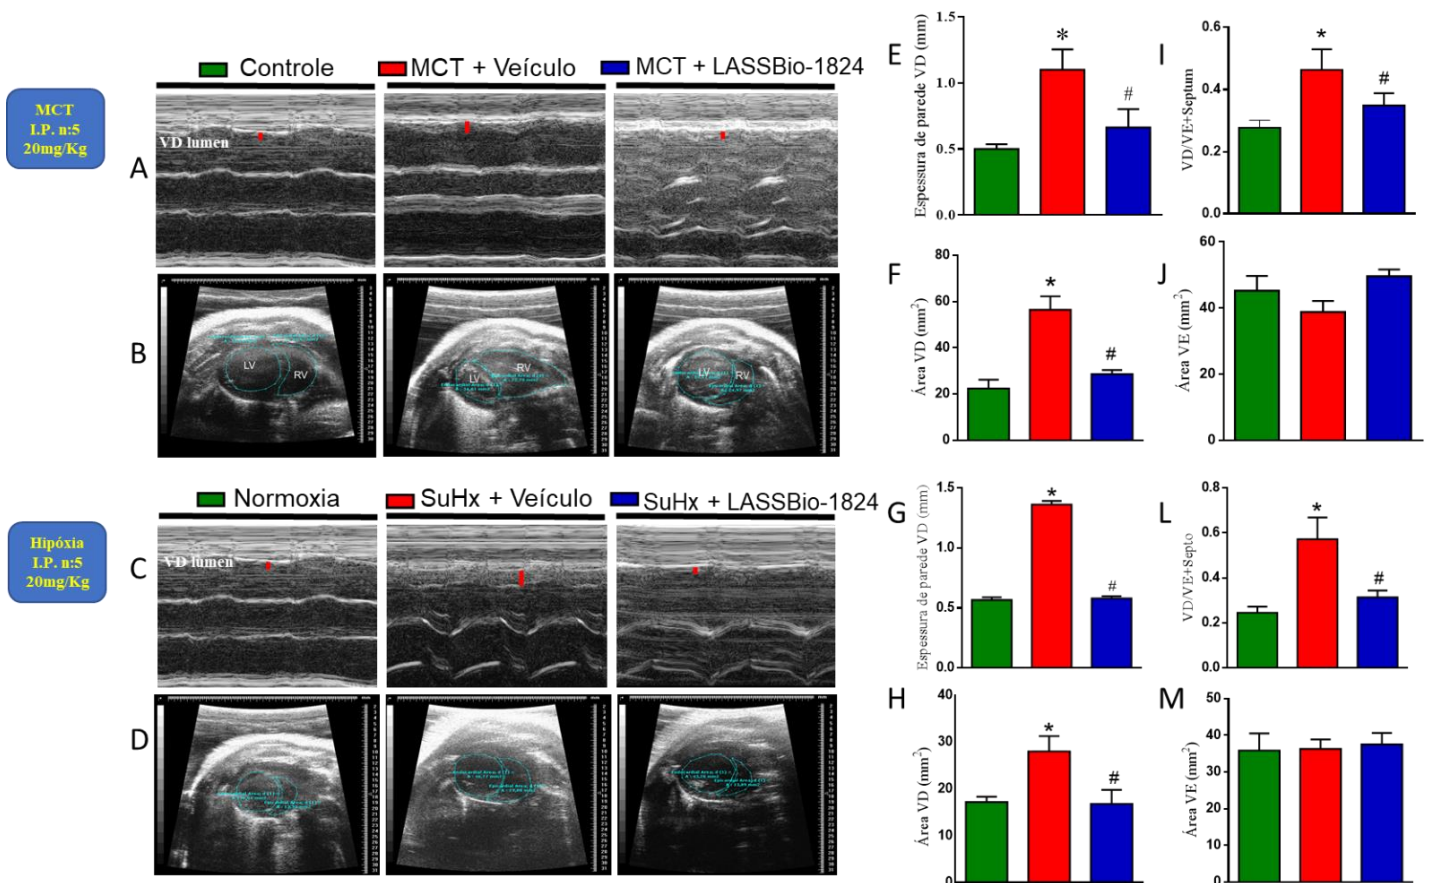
Efeitos do tratamento com veículo ou LASSBio-1824 na estrutura do coração de ratos SuHx e MCT. (A/C) imagens representativas da parede livre do VD obtidas pela ecocardiografia modo-M. (B/D) imagens representativas de incidências paraesternais no eixo curto obtidas por ecocardiografia modo B (em diástole final). (E/G) espessura da parede livre do VD. (I/L) relação VD/VE + septo. (F/H) Área de VD. (J/M) Área do VE. Dados representam a média \pm S.E.M. (n = 5 ratos por grupo). * P <0,05 em comparação com o grupo normóxia; #P <0,05 em comparação com o grupo SuHx tratado com veículo. *One-way ANOVA* com múltiplas comparações. Teste *post hoc* de Tukey. SuHx, SU5416/hipóxia; MCT, monocrotalina; HAP, hipertensão arterial pulmonar; VD, ventrículo direito; VE, ventrículo esquerdo.
